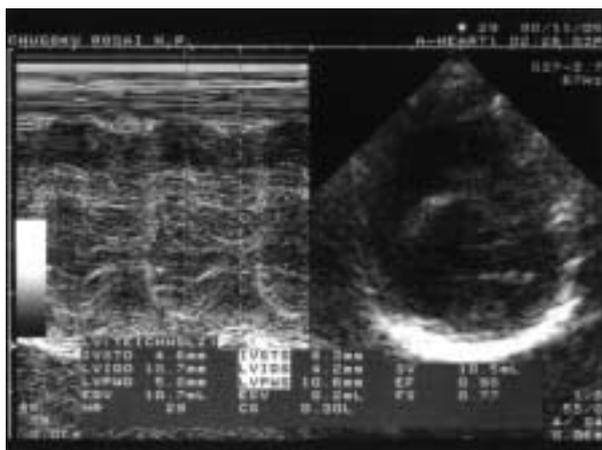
Echocardiogram performed at 6 months of age. Both intraventricular septum and left ventricular posterior wall showed asymmetrical hypertrophy.
